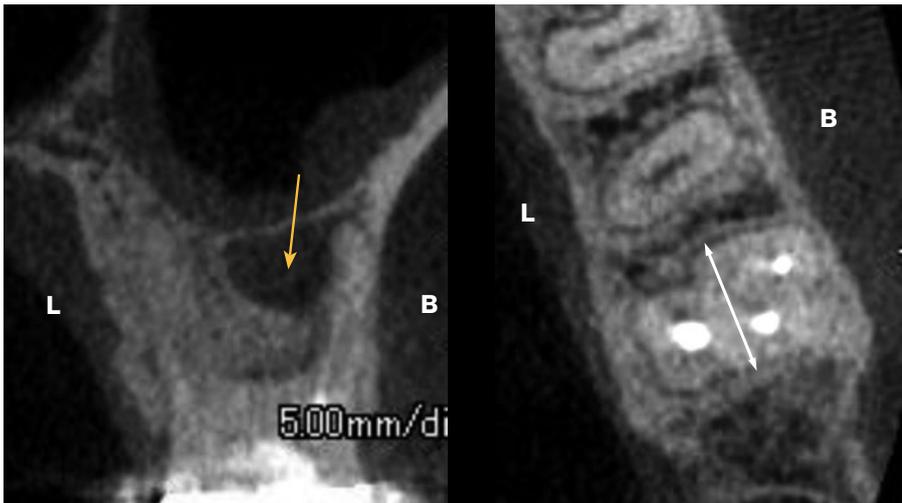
術前のCT所見。裂開した近心根根尖部から根間中隔部に渡って透過像が認められた(黄矢印)のでU-1ポジションは不可能、U-3ポジションを得るために近遠心の距離を測定し(白矢印)、インプラント径のサイズを決定した。
